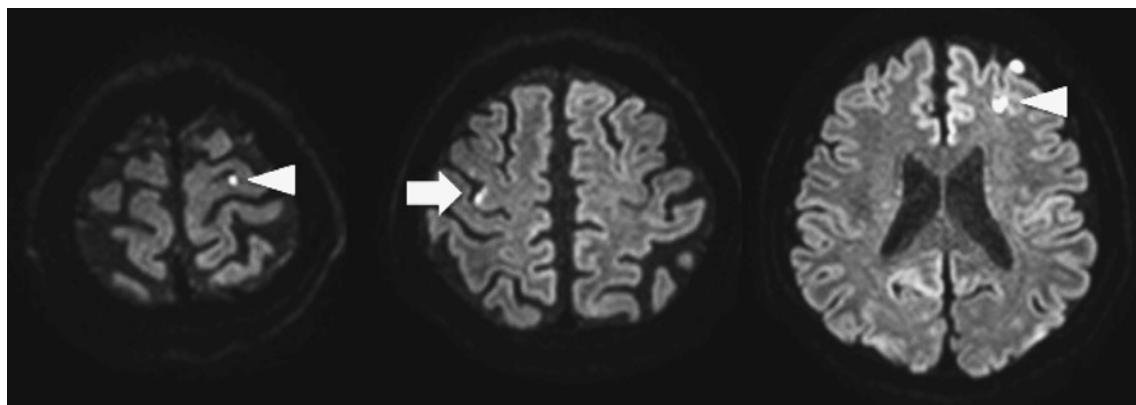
前医からとりよせた頭部単純MRI拡散強調画像. 右precentral knob領域に 1カ所 (矢印), 左に 2カ所 (矢頭), 脳梗塞の所見を認める.
